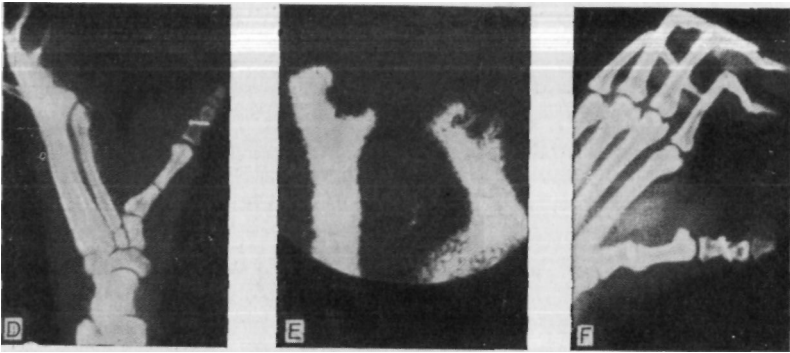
Рентгенограмма через 2 дня после операции. Видно хорошее сопоставление и удовлетворительная фиксация шурупом. Е. Сканирование костей через 2 нед посредством инъекции технеция-полифосфата. На левой стопе отмечается удовлетворительное кровоснабжение ортотопически пересаженного I плюснефалангового сустава с микросудистыми анастомозами. В контрольном ортотопически пересаженном I плюснефаланговом суставе справа нет кровообращения. F. Рентгенограмма через 1 мес после ортотопической пересадки I плюснефалангового сустава с микросудистыми анастомозами. Видно образование хорошей костной мозоли.
